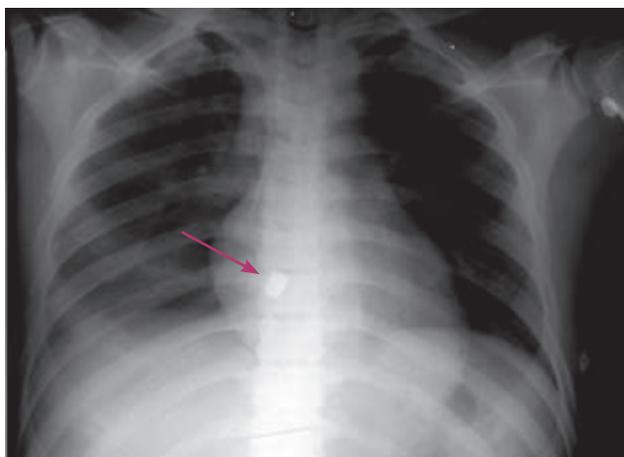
Обзорная рентгенограмма грудной клетки до операции. Стрелкой указано инородное тело
